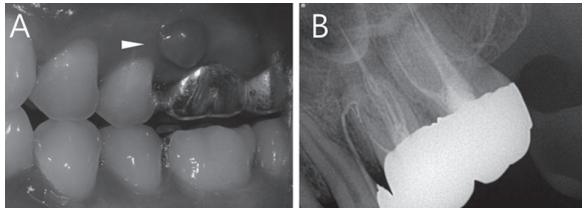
(A)초진 시 임상 사진으로 #26 잇몸부위에 비교적 큰 누공이 존재한다(흰색 화살표). (B)초진 시 방사선 사진에서 거타퍼차콘이 근심협측치근을 향하고 있으며 파절된 파일로 추정되는 물체가 존재한다.
